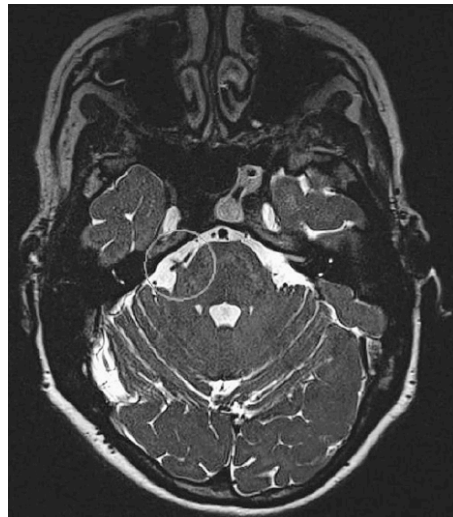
Neurovaskuläre Kompression im MRT, axiale Schicht; aus (11)
